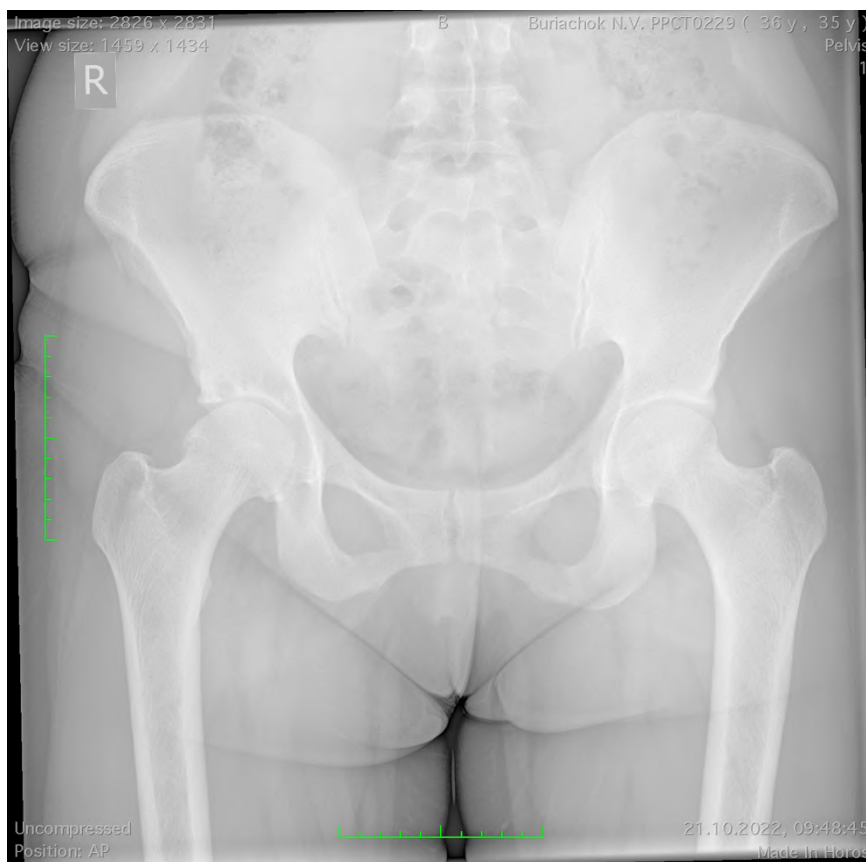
Рентгенографія кульшових суглобів у прямій проекції.
